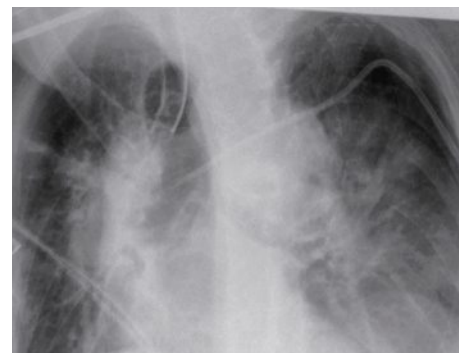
Röntgen-Thorax zur Lagekontrolle des zentralen Venenkatheters (ZVK) und Tracheostomas
